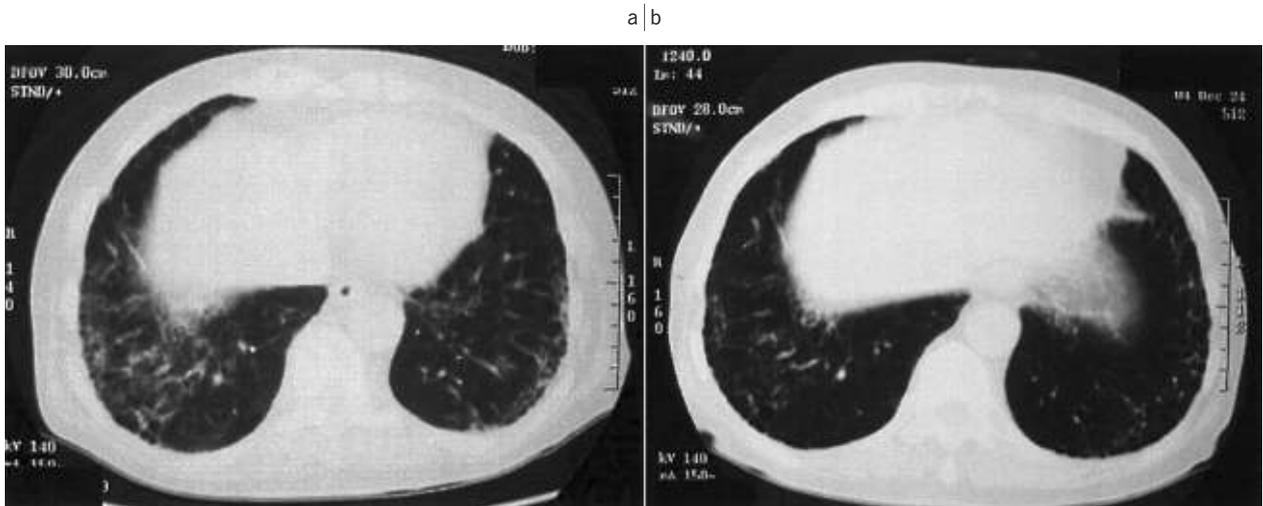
Computed tomography of the chest
